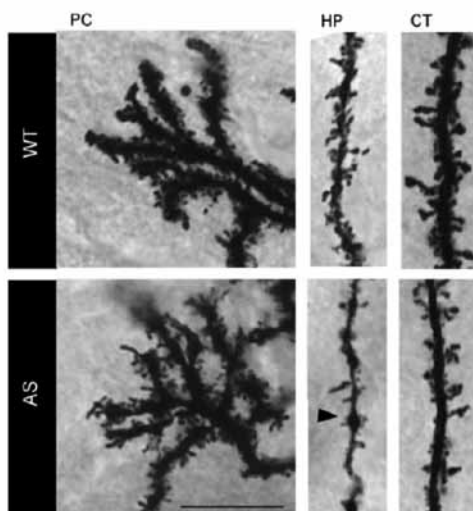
Morfologia alterada e densidade reduzida de espinhas dendríticas em neurônios Purkinje do cerebelo e em neurônios piramidais do hipocampo e do córtex de camundongos com deficiência materna para Ube3a, apesar de a arquitetura celular e de a quantidade de ramificações dendríticas aparentemente serem normais. Outras alterações verificadas se referem a ramificações dendríticas secundárias aparentemente mais finas com alguns nódulos mais largos (indicado pela ponta de seta) em neurônios piramidais. AS: camundongos com deficiência materna para Ube3a; WT: camundongos tipo selvagem; PC: células de Purkinje; HP: neurônios piramidais do hipocampo; CT: neurônios piramidais do córtex. Fonte: Imagem de Dindot *et al.*, 2008⁵².
